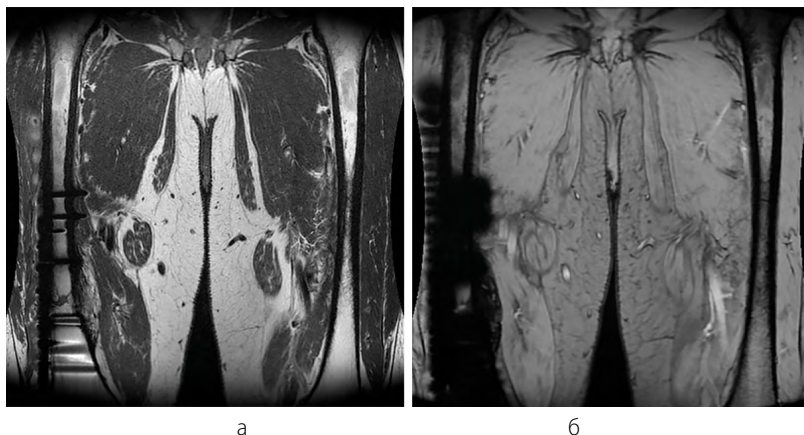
МР-томограммы нижних конечностей в области бедра, корональная плоскость сканирования, индукция магнитного поля 3 Т. Состояние после металлоостеосинтеза диафиза правой бедренной кости: а – T2 ВИ на основе спинного эха (FSE); б – T2 ВИ на основе градиентного эха (GRE)
